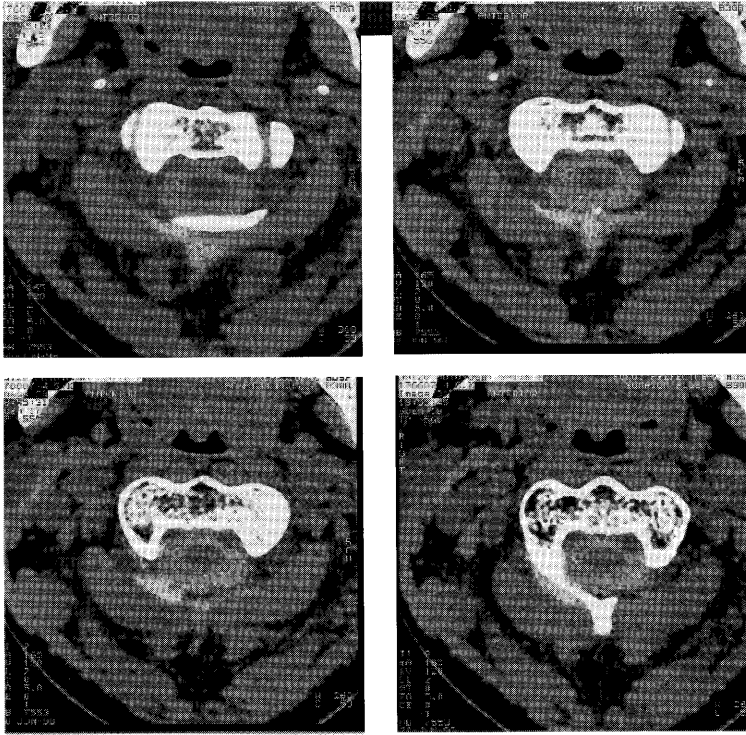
CT myelography before the operation showed leakage of contrast medium outside the CSF space.
